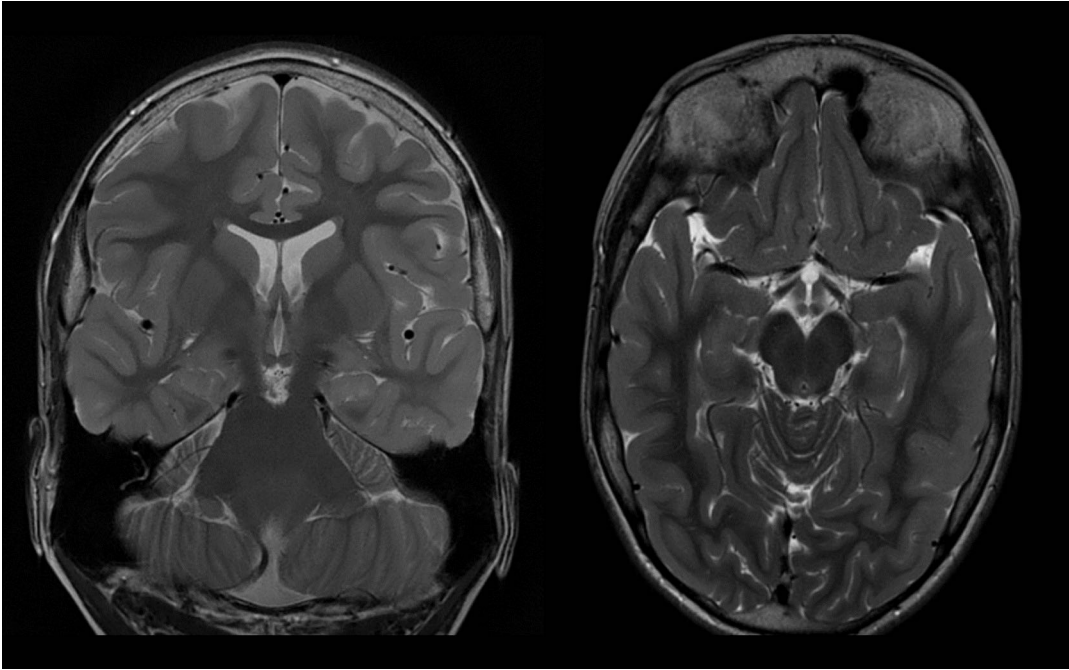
Результаты МРТ-исследования головного мозга до оперативного вмешательства (T2 cor, ax); визуализируются МР-признаки мезиального темпорального склероза слева
